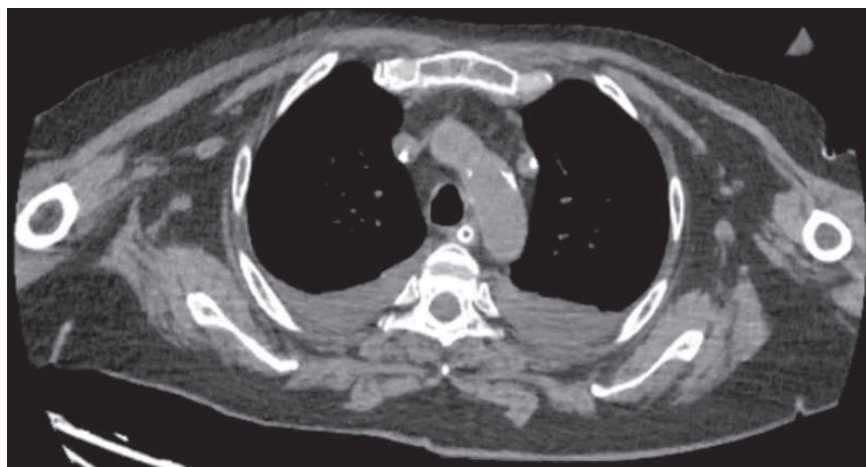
Corte axial en tomografía computarizada simple de tórax en la que ambos catéteres venosos centrales en vena cava izquierda y derecha respectivamente.
